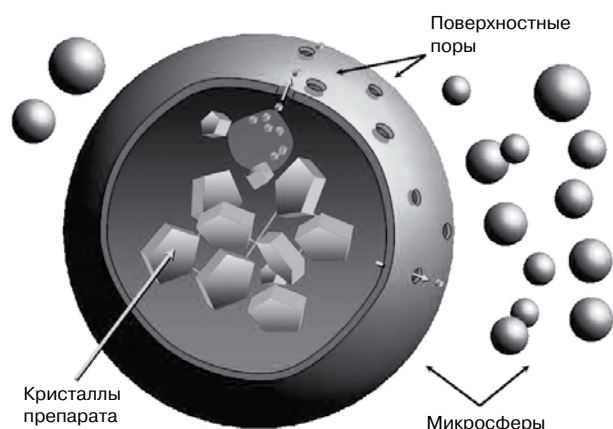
Микросферы с кристаллами азитромицина. Медленное высвобождение азитромицина путём диффузии через поры в микросфере.
